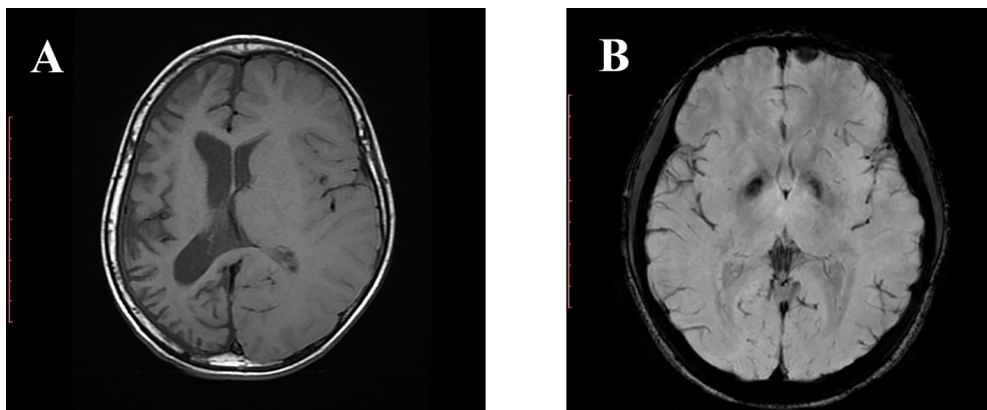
A, A follow-up brain MRI at age 6 years in patient 2 showed diffuse atrophy of the right cerebral hemisphere. The prolonged seizures followed by atrophy of one hemisphere and hemiplegia ipsilateral to the side of convulsion is compatible with hemiconvulsion-hemiplegia-epilepsy (HHE) syndrome. B, Brain MRI at age 16 years in patient 6 revealed signal loss (dark signal) at bilateral globi pallidi seen on susceptibility weighted imaging (SWI) indicating deposition of paramagnetic substances.
